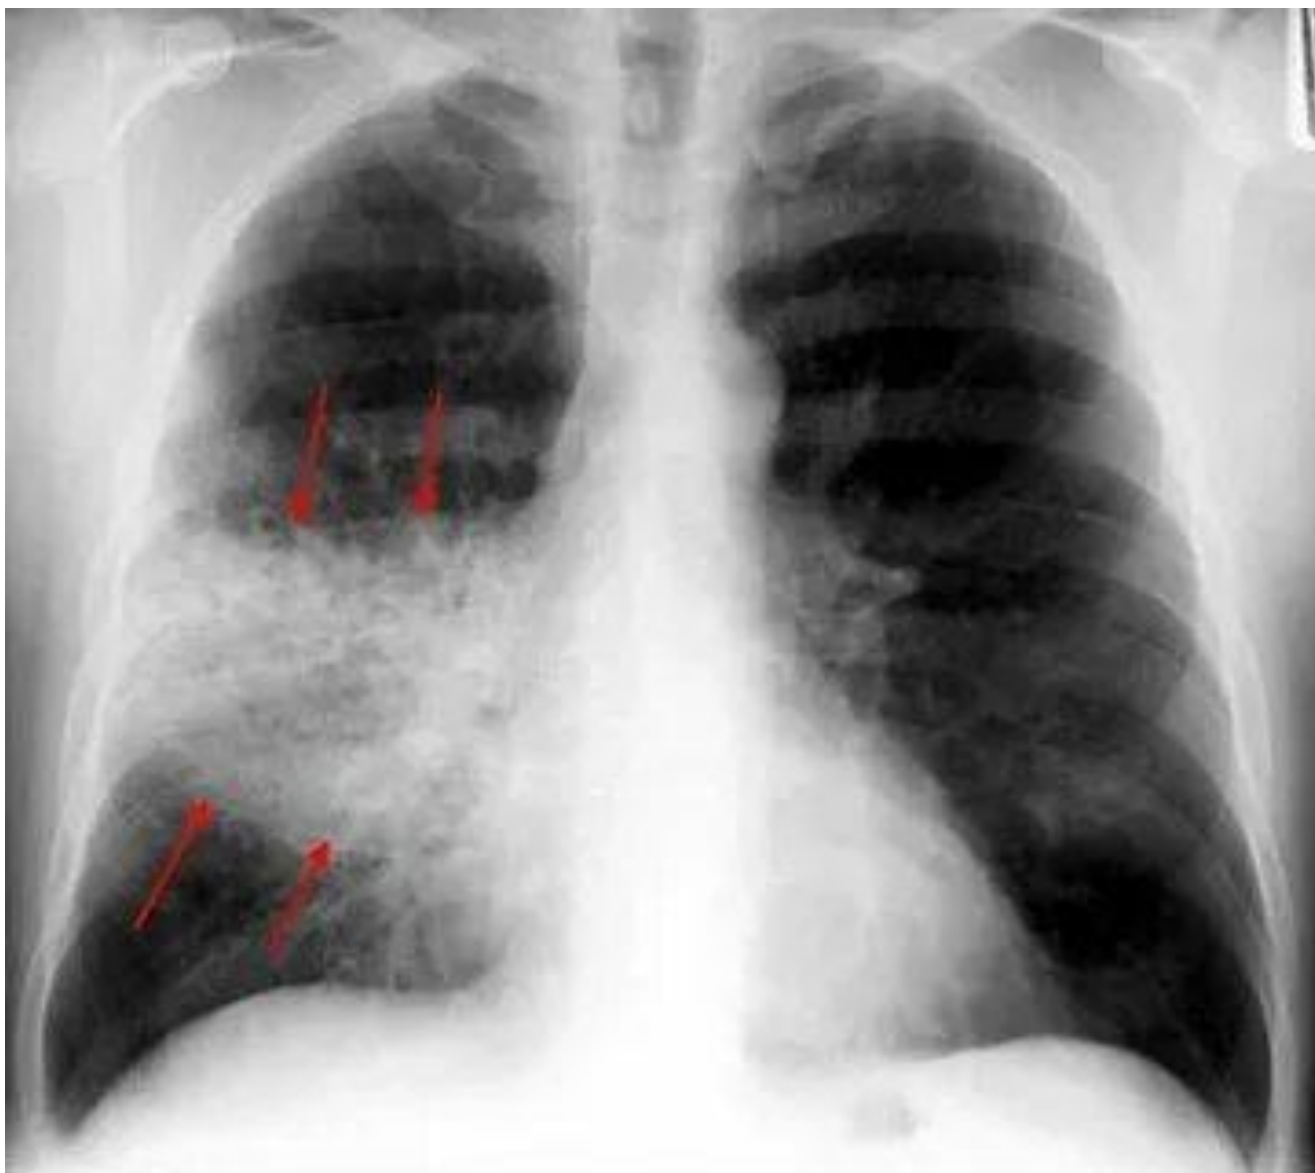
Грибковая внебольничная пневмония на рентгенографии органов грудной клетки
